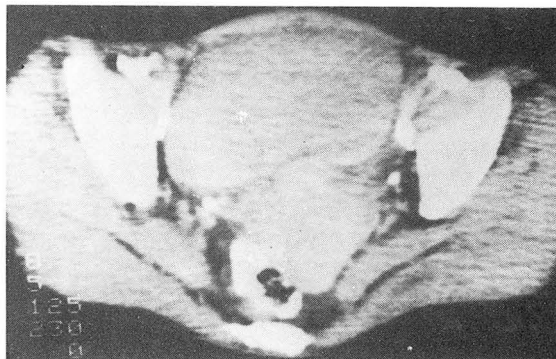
CT scan shows indistinct margins between the bladder and the uterus owing to small amount of pelvic fat.
